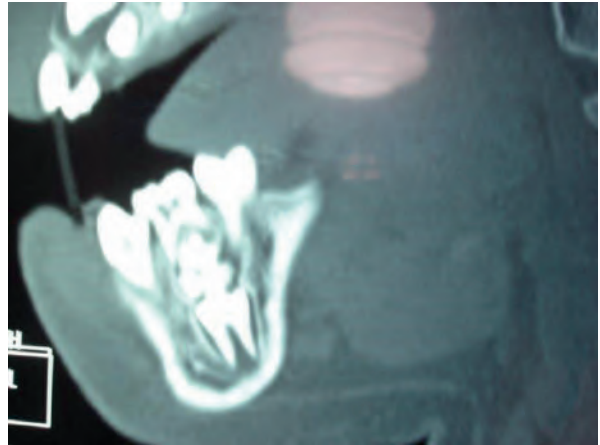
Tomografía. Odontoma complejo.
